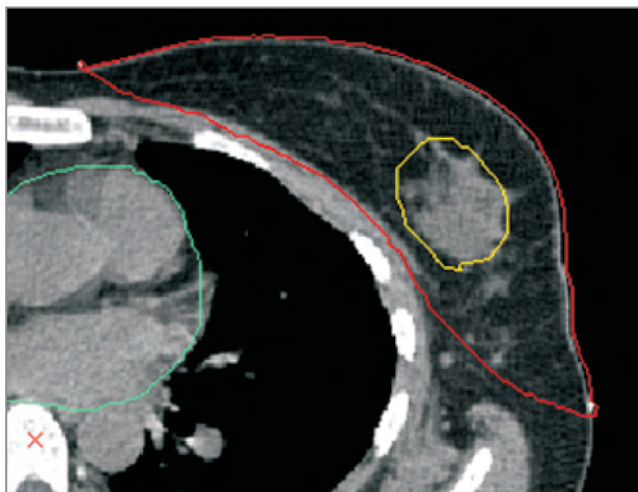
Послеоперационная серома на КТ-срезе
